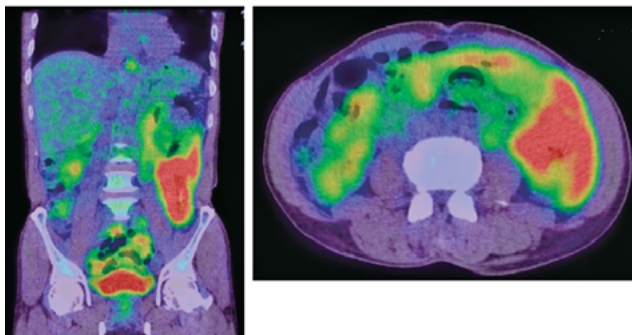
左側腹部の小腸に著明なFDGの集積を認めた。
